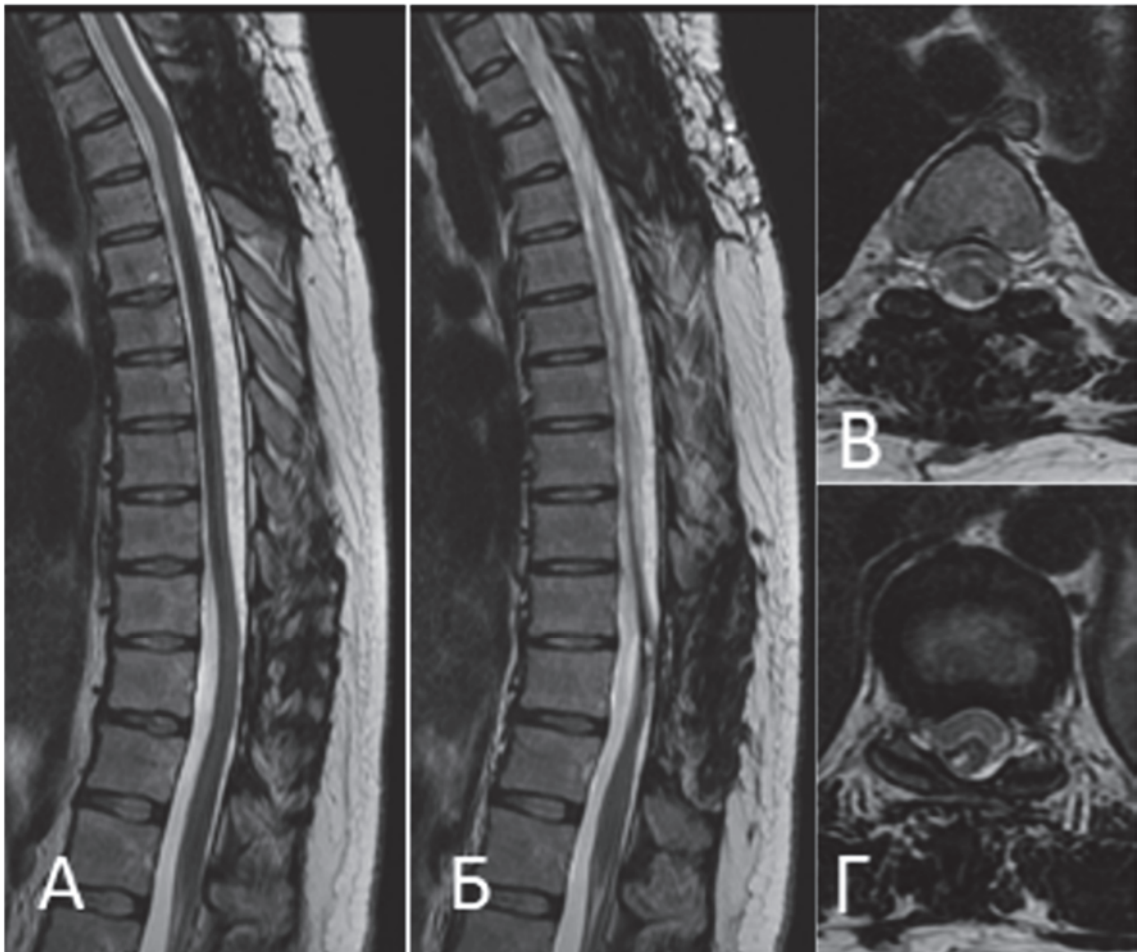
Пациентка Е-на Ю. В., послеоперационные МРТ грудного отдела позвоночника в режиме T2 в сагиттальной (А, Б) и аксиальной (В, Г) проекциях
